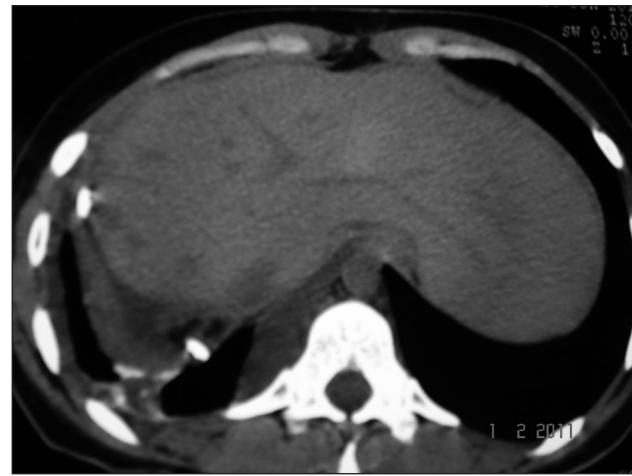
КТ печени после транскаптального дренирования биломы. Дренаж в полости биломы.
